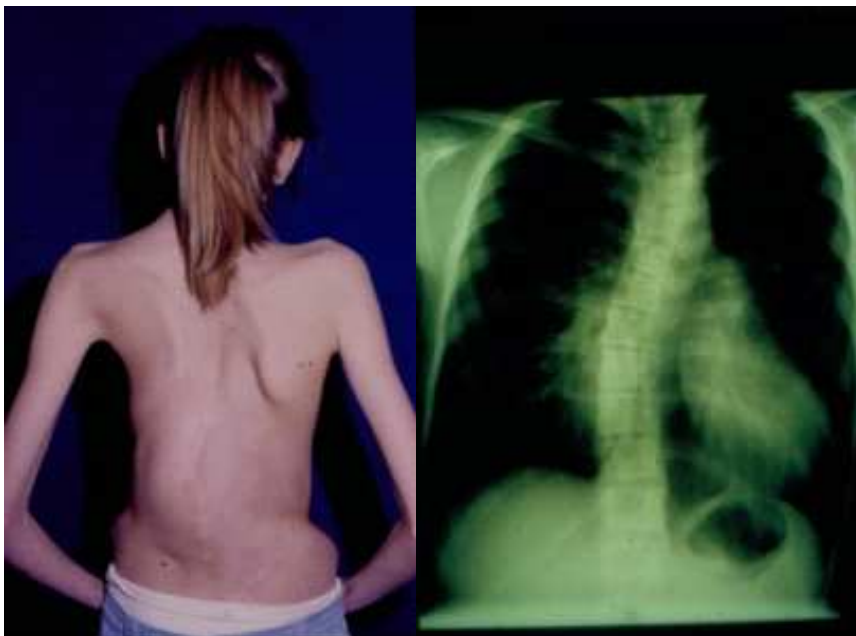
Ausgeprägte Skoliose bei einer Patientin (links) und im Röntgenbild (rechts)
